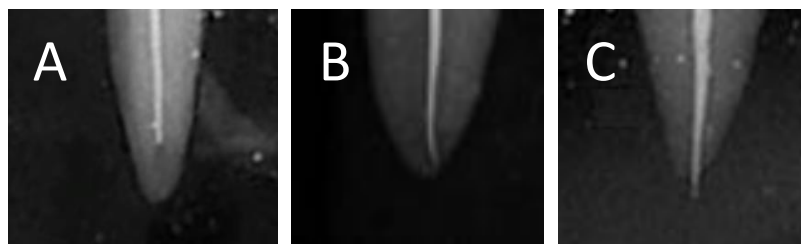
clichés radiographiques cônes-en-place : ajustage en longueur court (A), acceptable (B) et long (C).
